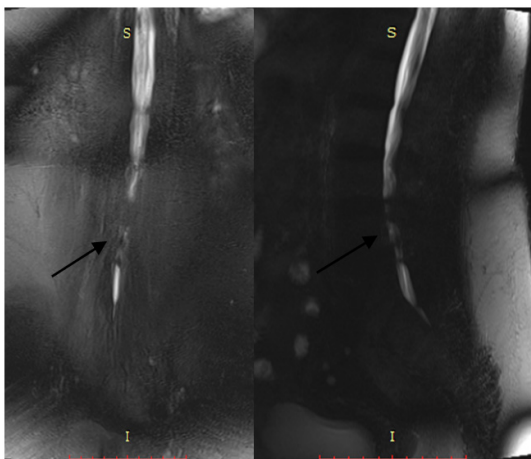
Secvențe IRM mielografice în incidențele coronală și sagitală. Săgețile indică perturbarea fluxului lichidului cefalorahidian
